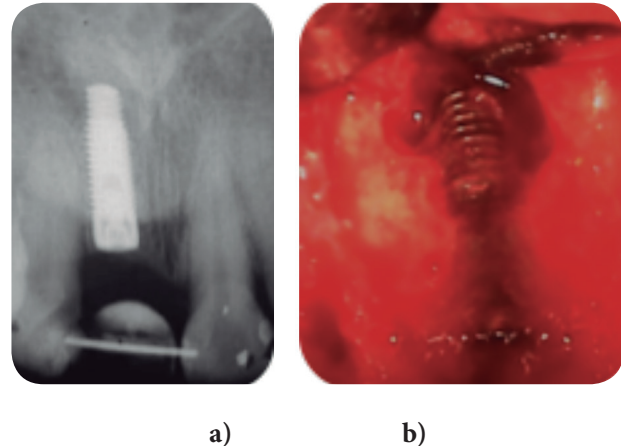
a) Zona radiolúcida periapical en implante dental que reemplaza incisivo central superior. b) Defecto en tabla ósea vestibular durante abordaje quirúrgico en zona apical de implante que reemplaza incisivo central superior
